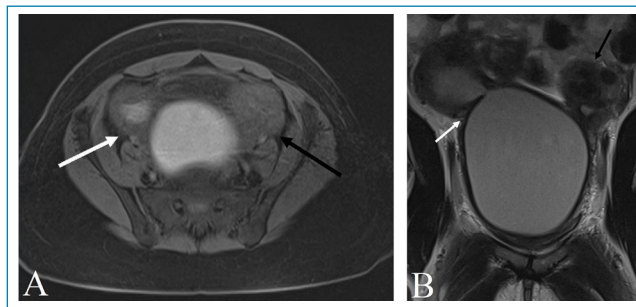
Ressonância magnética no corte axial na sequência T1 em A demonstrando útero didelfo, com corno cavidade uterina direita distendida por conteúdo hemático – hematométrio/hematocolpo (seta branca). Cavidade uterina esquerda não apresenta distensão (seta preta). Ressonância magnética no corte coronal na sequência T2 em B demonstrando útero didelfo, com corno cavidade uterina direita distendida por conteúdo hemático – hematométrio/hematocolpo (seta branca). Cavidade uterina esquerda não apresenta distensão, contudo apresenta miomas (seta preta).
